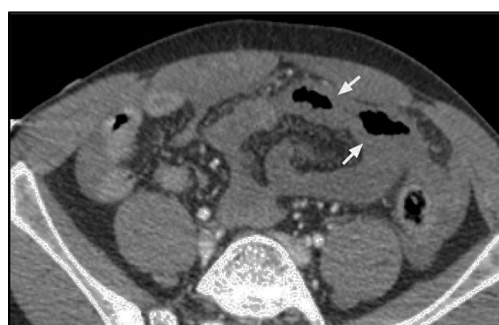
TC de abdomen con contraste intravenoso, donde existe ausencia de realce de un segmento yeyunal sugerente de isquemia (flechas).
